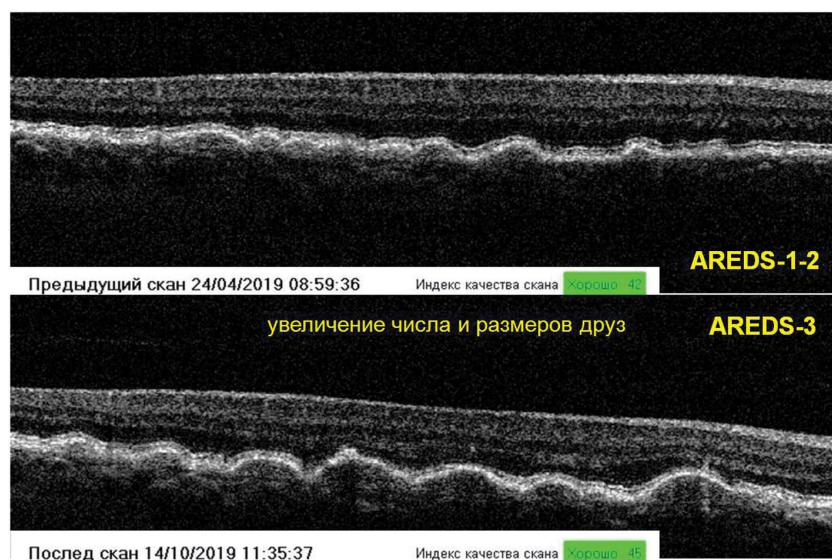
Увеличение числа и размеров друз у пациента Н. с «сухой» формой ВМД: переход ранней стадии (категория АРЕДС-2) в промежуточную стадию ВМД (категория АРЕДС-3) в течение 6 месяцев наблюдения; оптическая когерентная томография, Opto-Vue
